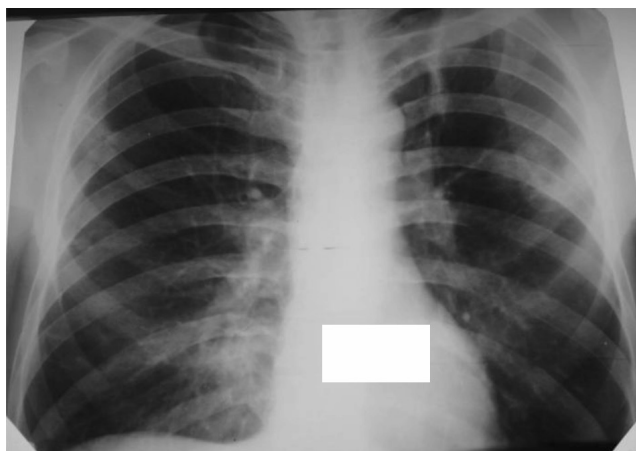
Обзорная рентгенография грудной клетки пациента Д. через 37 сут. после начала лечения. На месте воспалительных инфильтратов определяются остаточные изменения в виде выраженного фиброза
